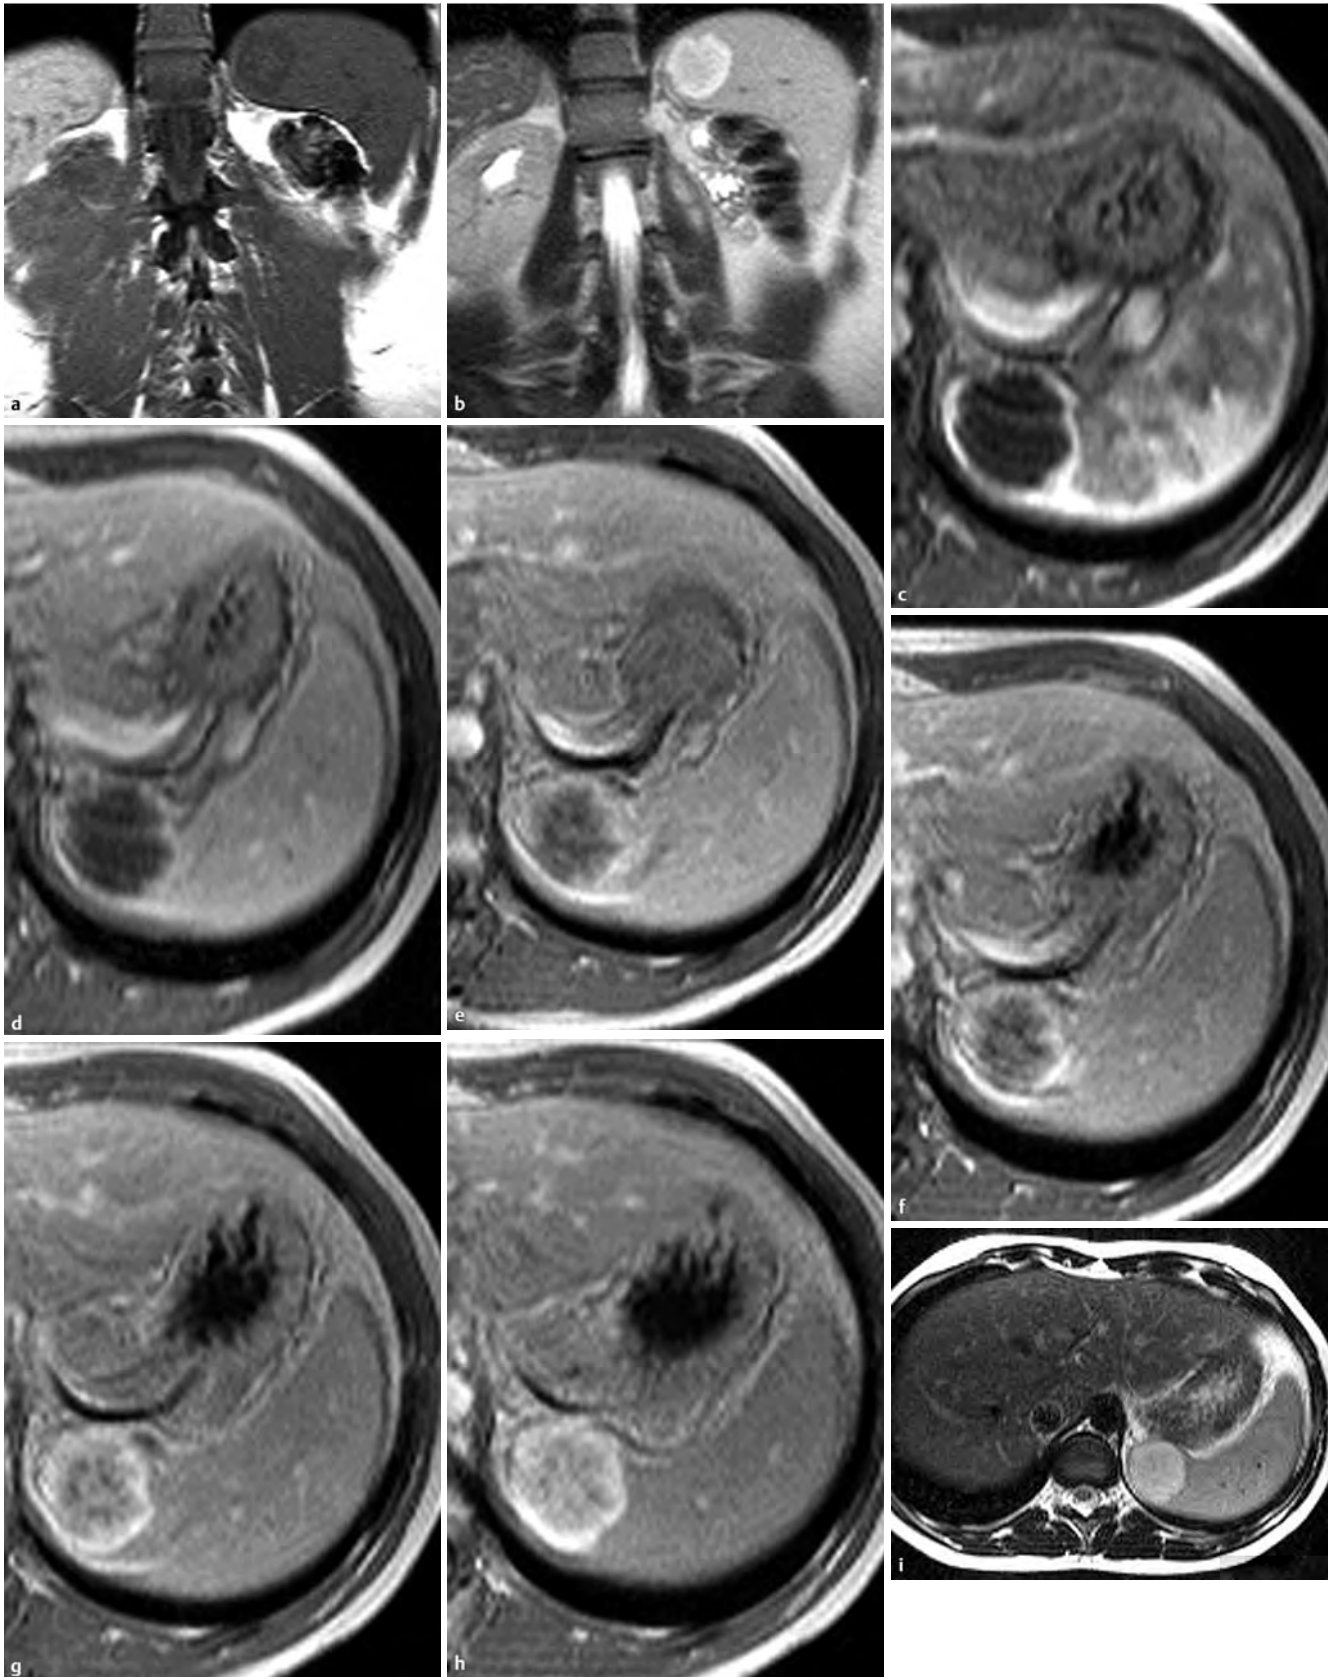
MRT eines Milzhämangioms. Die im T1w Bild (a) hypointense und (b) im T2w Bild hyperintense Raumforderung zeigt in der dynamischen Kontrastmittelserie (c–h) eine zentripetal zunehmende Kontrastmittelanreicherung. Das Hämangiom imponiert auch in der T2w Serie mit überlanger Echozeit von 135 ms (i) deutlich hyperintens.
